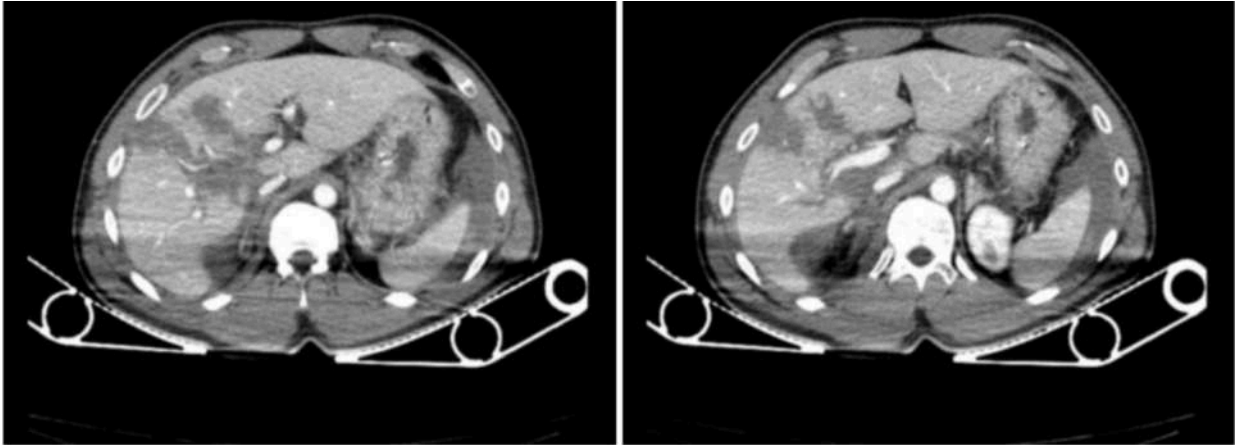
caso 1: À esquerda, Tomografia computadorizada em corte axial onde se evidencia laceração de 4cm no parênquima do segmento IVb, grau III. À direita Tomografia computadorizada em corte coronal onde se mostra laceração de segmentos IVa e IVb.<sup>20</sup>
